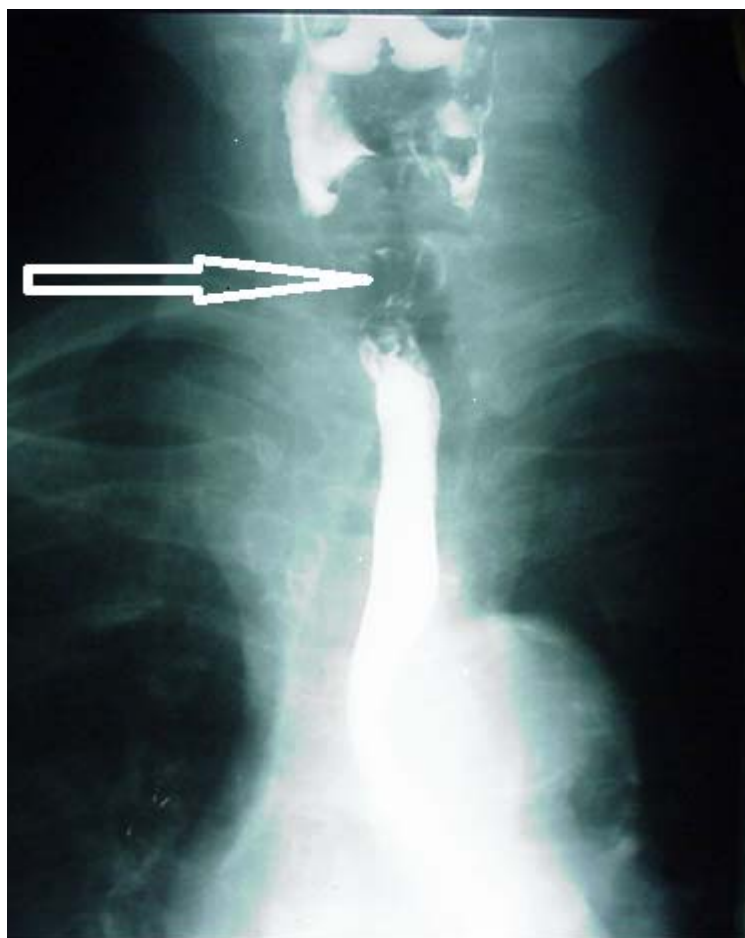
Рентгенография шеи и грудной клетки с контрастированием пищевода у больного НРЦЖ: сдавление пищевода опухолью.
